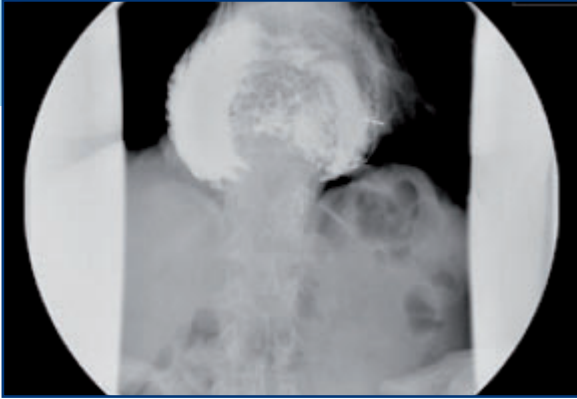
Präoperative Röntgenaufnahme
